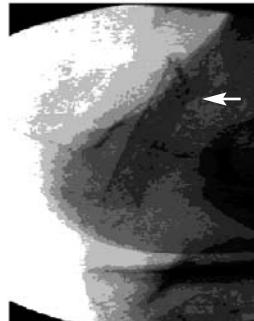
Больной М., 1930 г.р., и/б 13773. Рентгенограмма. Определяется дефект (перегиб) проксимального от-дела стента.
